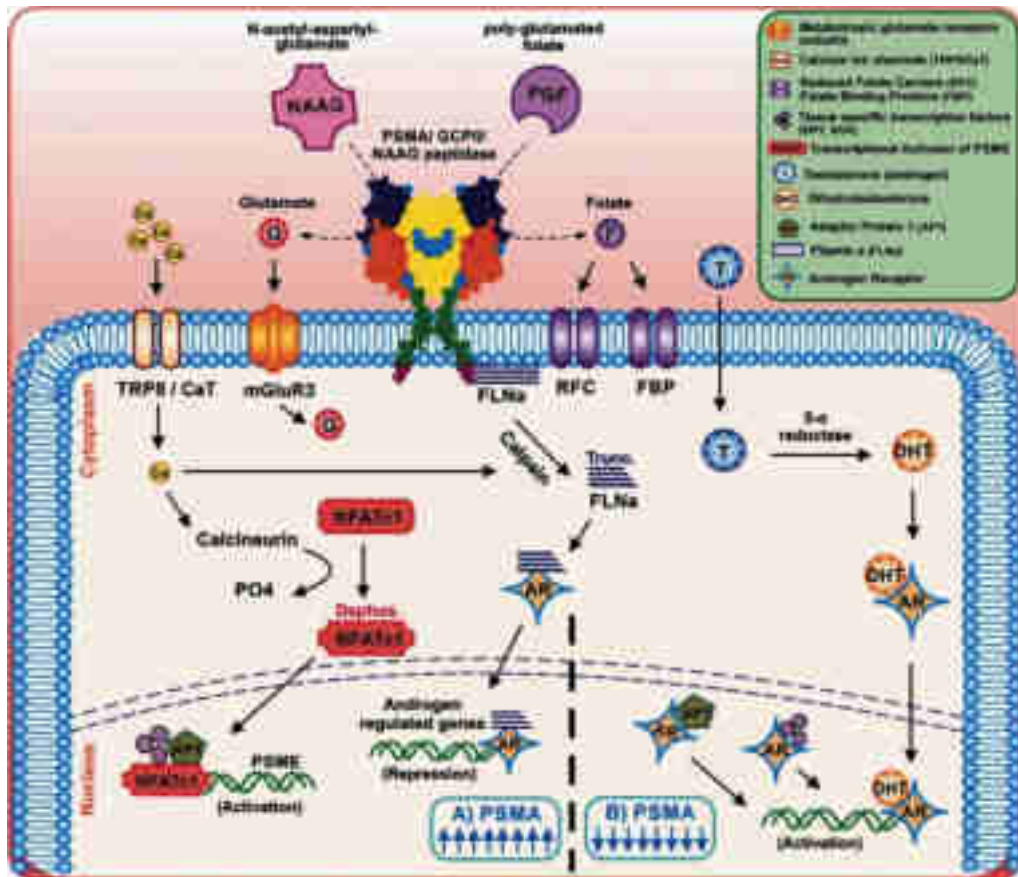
Les voies de signalisation induites par liaison au PSMA
